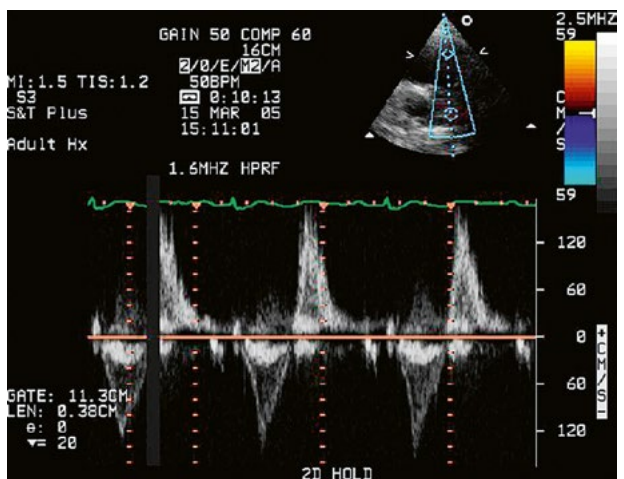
CW doppler. Kontinuální systolicko-diastolický tok v subklaviopulmonální spojce, která dříve představovala paliativní řešení pro pacienty s Fallotovou tetralogií.
